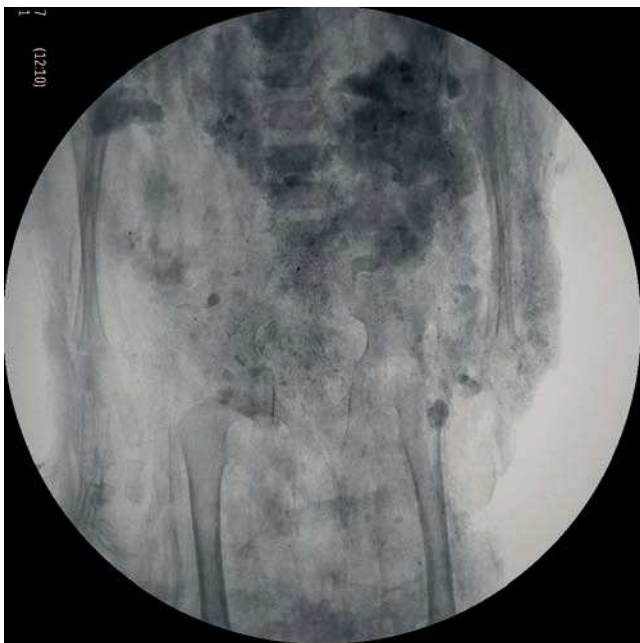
Estudio de la edad. Radiografía de un niño menor de 3 años, en la que se aprecian los cartílagos de crecimiento.
